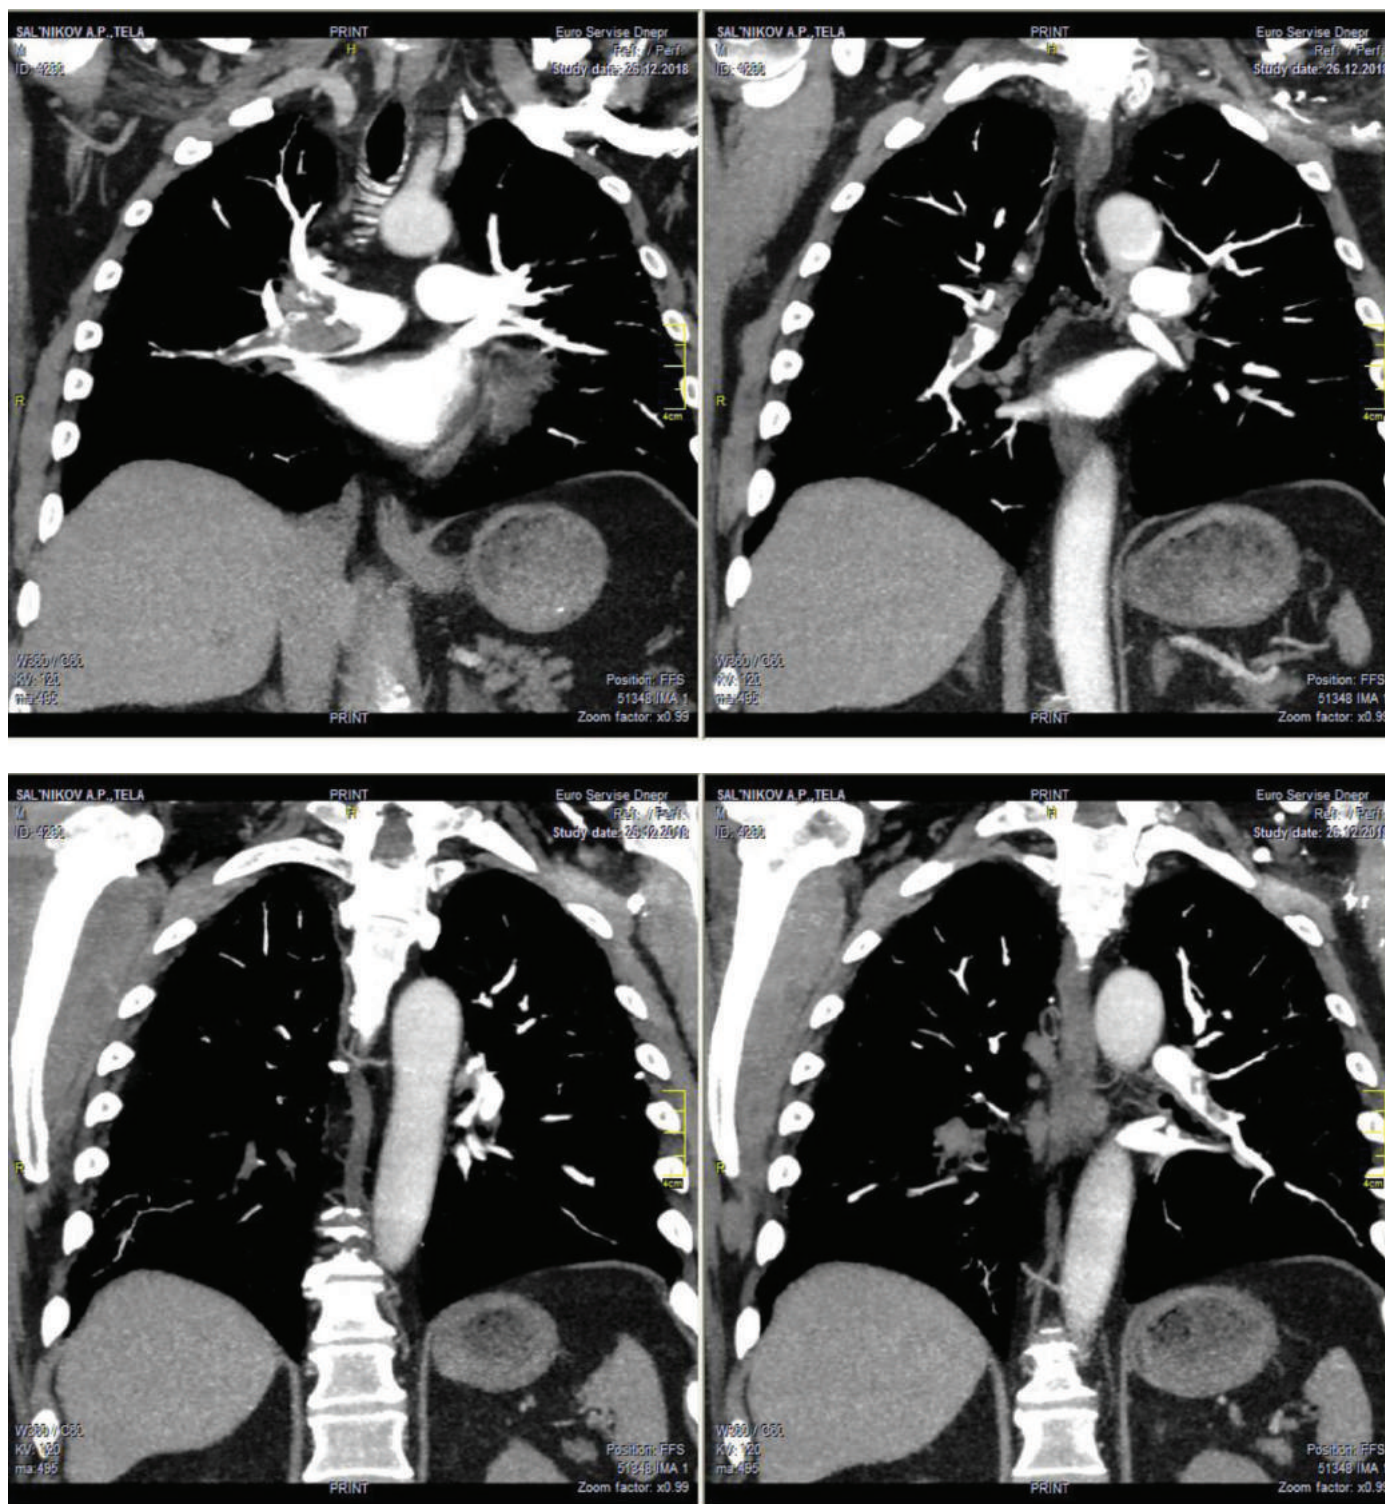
Пациент С., 66 лет. Илеофemorальный тромбоз. Аневризма бедренной артерии. КТ-признаки массивной ТЭЛА. Признаки легочной гипертензии. Множественные обызвествлённые очаги в паренхиме легкого.
